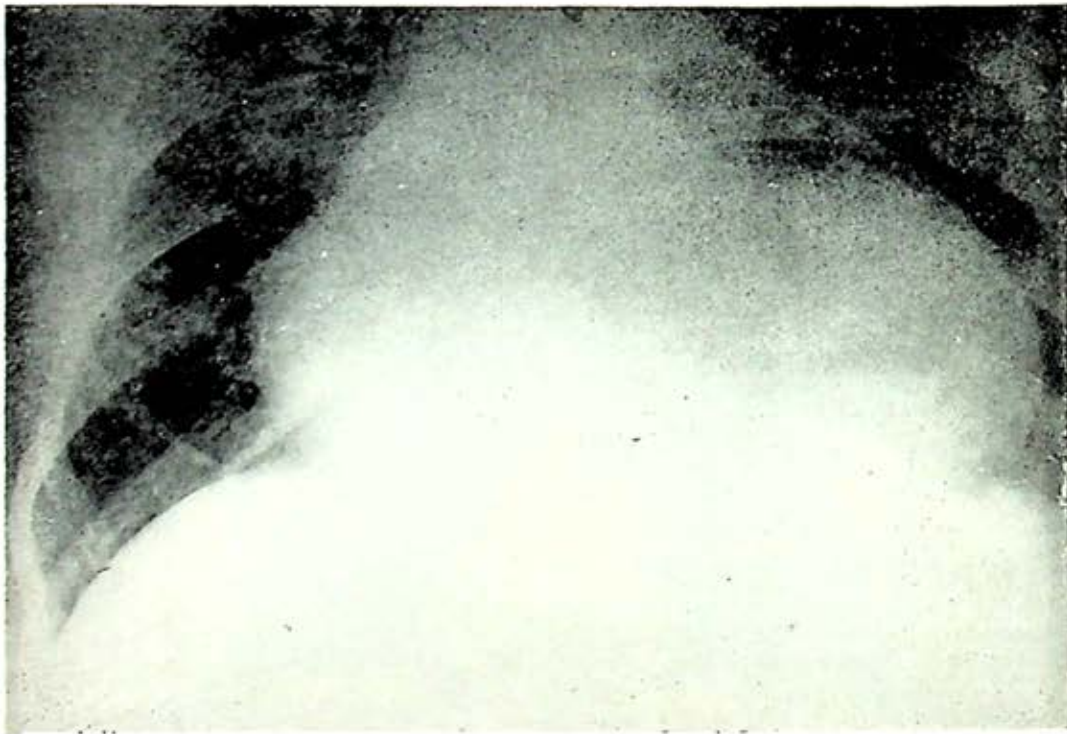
Telerradiografía de tórax que muestra aparente cardiomegalia grado III-IV.
